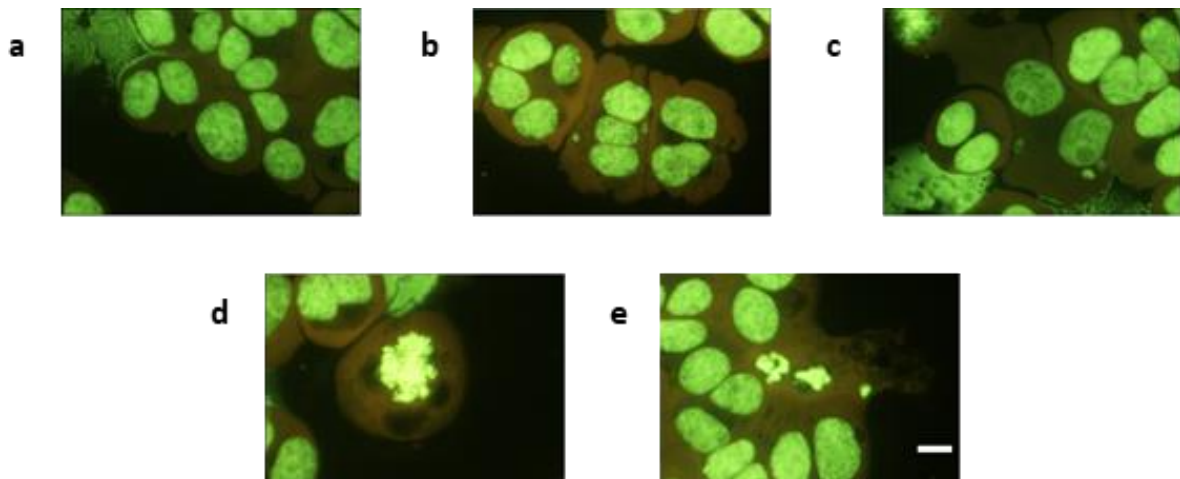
Zellpopulationen im Mikrokerntest nach Färbung mit GelGreen in TK6-Zellen. (a) Ein- und zweikernige Zelle, (b) mehrkernige Zelle, (c) zweikernige Zellen mit mehreren Mikrokernen, (d) mitotische Zellen und (e) apoptotische Zellen. Maßstab: 10 µm.
